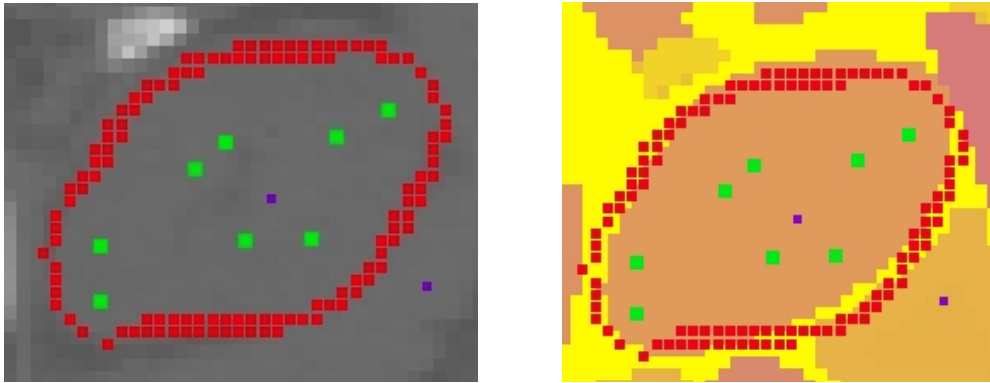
CT-Niere T239 nach Abb. 10.35: Vergleich der Äquipotentiallinie und manuellen Segmentierung für Niere T239, $U=0,04$, $a=0,97$
